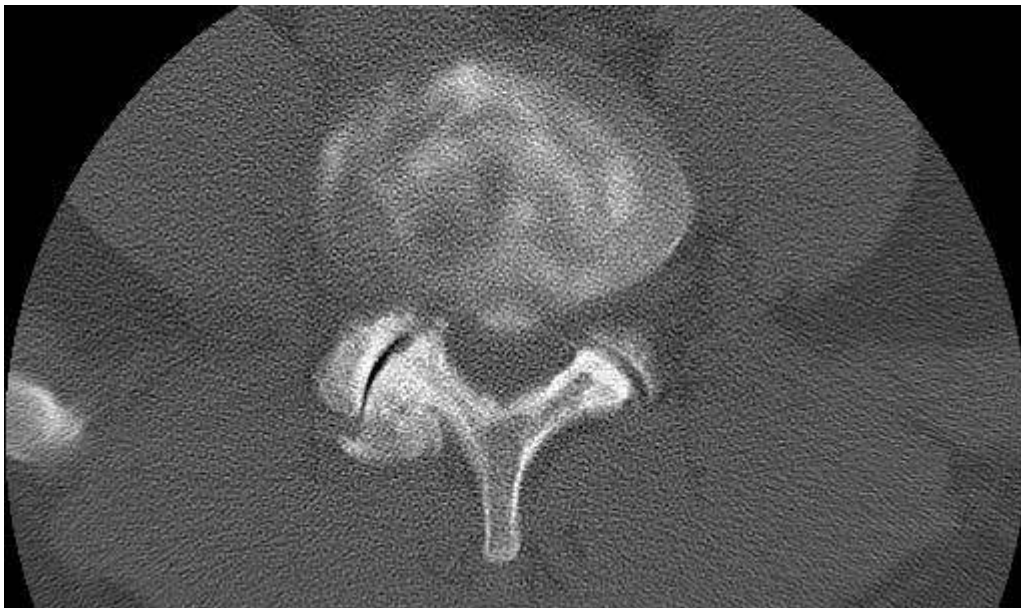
Ruptura anulusa, izlaženje kontrastnog sredstva, CT diskografija.
